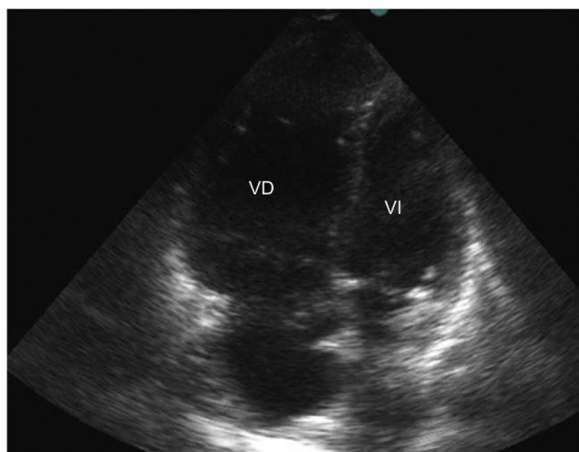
Ecocardiografía en paciente con embolia pulmonar hemodinámicamente importante: dilatación del ventrículo derecho (VD/VI >1 en el plano de cuatro cámaras). Se asocia a aplanamiento del tabique interventricular.
